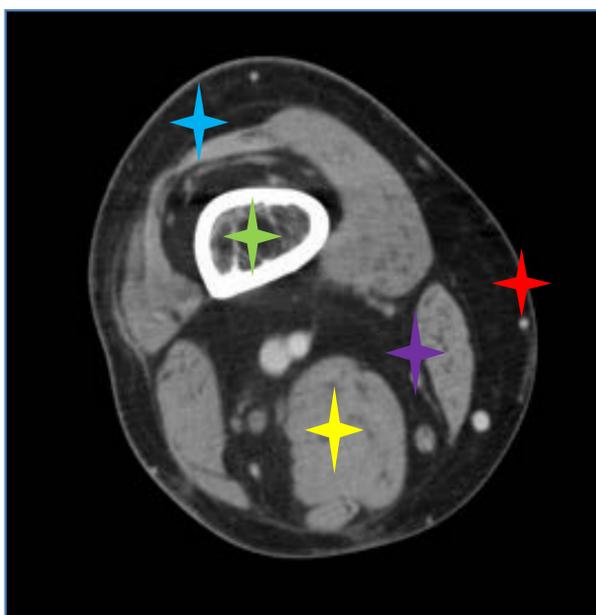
TC con contraste del miembro inferior y fig 2 Ilustración equivalente a la imagen de TC) : Anatomía y posibles espacios afectos que determinan la clasificación de las diferentes infecciones de partes blandas.
